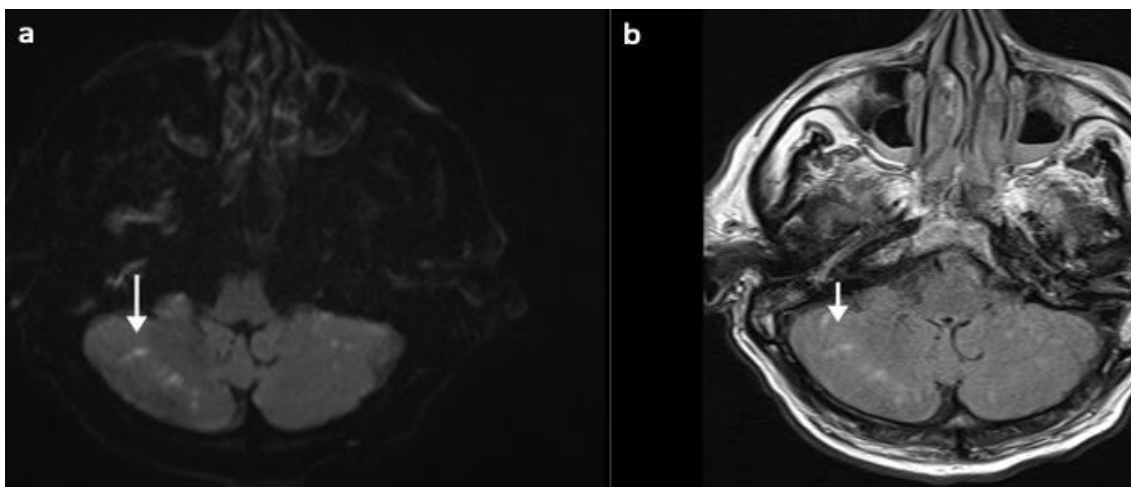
Axiale DWI-Sequenz mit mehreren embolischen infratentoriellen Infarkten beidseits (a), in der FLAIR (b) demarkiert
